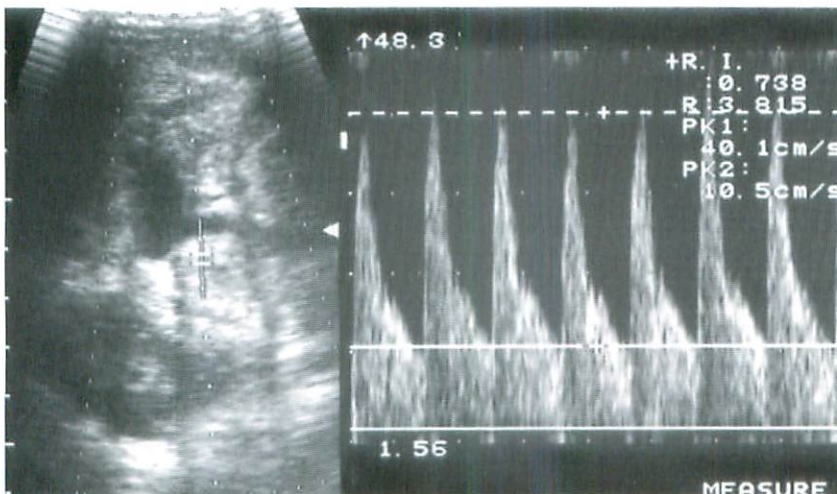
A Doppler sonogram shows a pulsatile wave pattern and marked increase in the flow velocity. $V_{max}=40.1\text{cm/s}$; $RI=0.738$.
